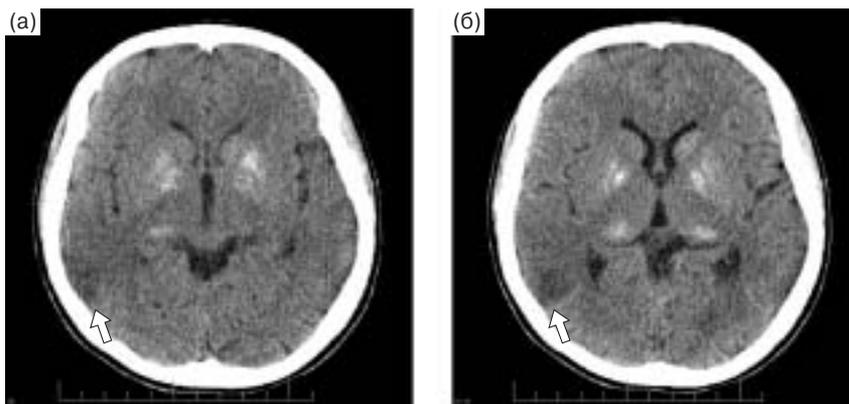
КТ головного мозга: в височной доле левого полушария с частичным распространением на теменную долю определяется очаг слабо пониженной плотности (стрелка). В обоих полушариях в области лентикулярных ядер и зрительных бугров определяются очаги повышенной плотности (кальцификаты).
